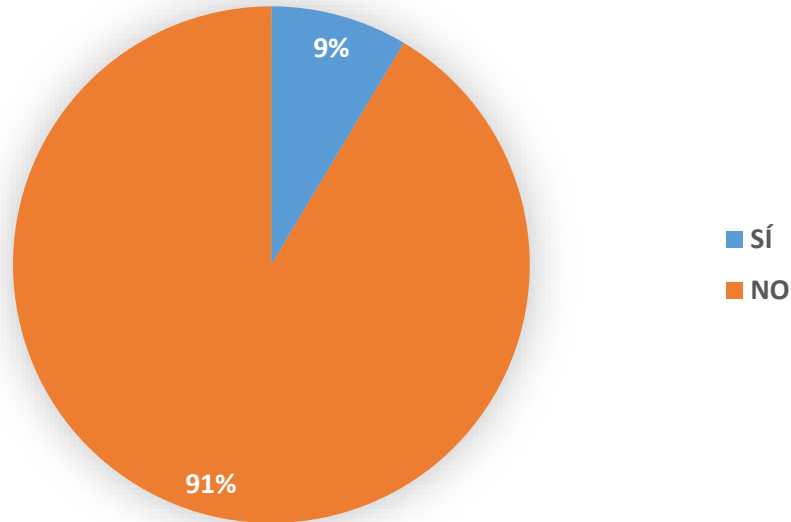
Alteraciones en resonancia magnética cerebral.
